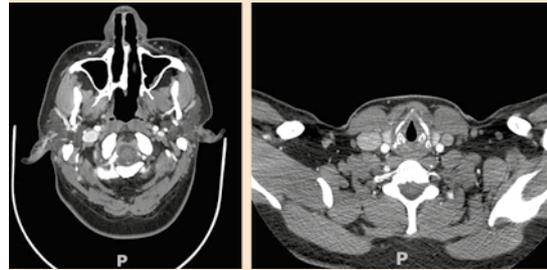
Tomografía computada que muestra aumento de volumen del pabellón auricular derecho, engrosamiento de las paredes del conducto auditivo ipsilateral, así como engrosamiento difuso de la pared de la tráquea y los bronquios.
